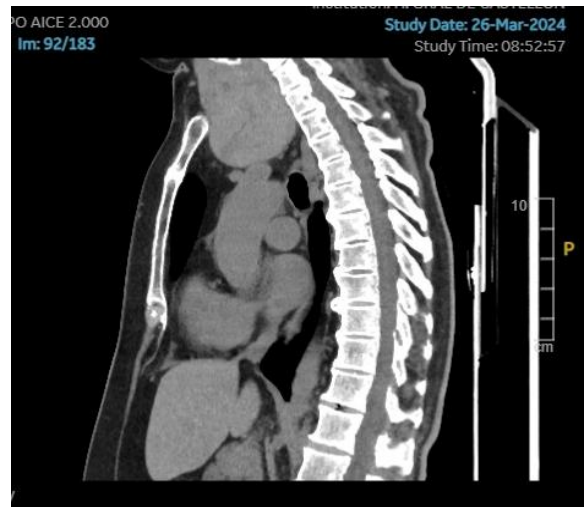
TC cervicotoracico corte sagital se evidencia extensión caudal intratorácica hasta D4 en contacto con el origen de los troncos supraaórticos.
